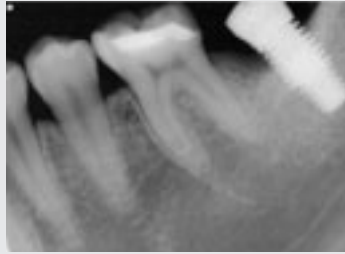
해당 임플란트의 술전 방사선 사진으로서 3~4개의 thread까지 이르는 marginal bone loss 를 관찰할 수 있다.
